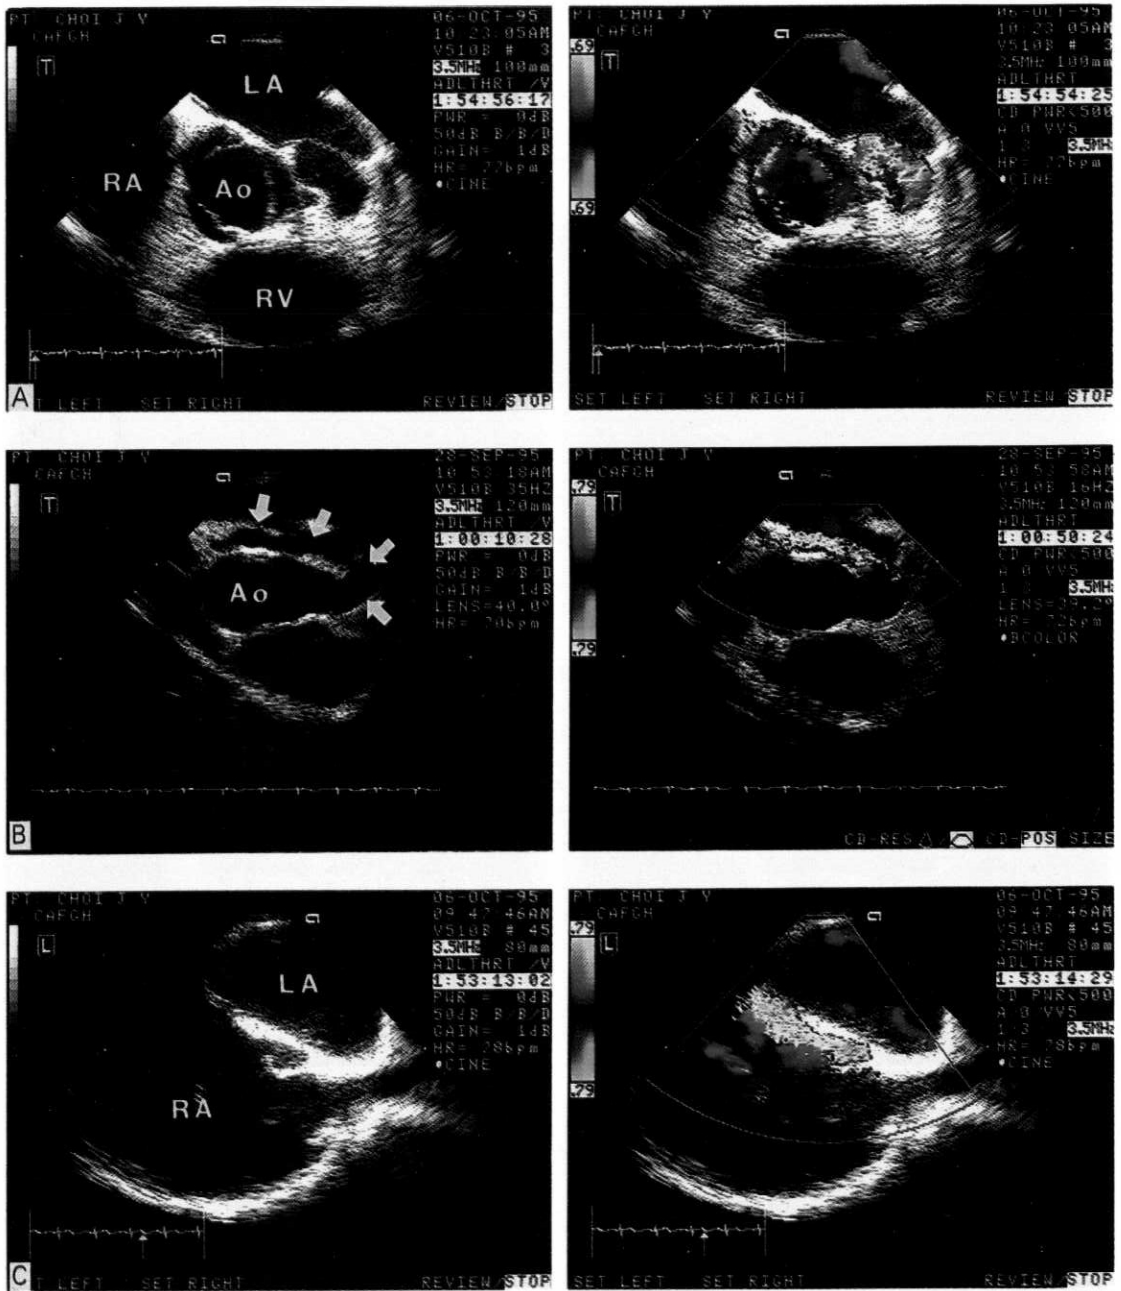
Transesophageal echocardiography. Transverse scan(A, B) represent the coronary artery fistula(arrows) originating from the dilated left main coronary artery and passing through the space between left atrium and aorta. Longitudinal scan(C) represent the shunt flow draining into the right atrium.
